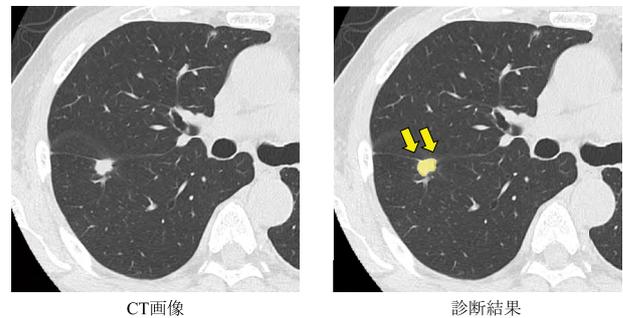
CT検査における肺結節の検出やサイズの測定
